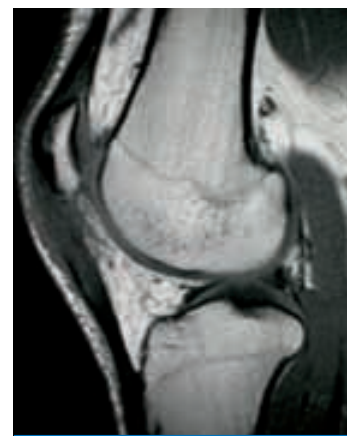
MRT eines Patienten mit einer Insertionstendinose der Patellarsehne (25 Jahre, Basketballspieler). Das Jumper's Knee ist eine Differenzialdiagnose zum femoropatellaren Schmerzsyndrom.
